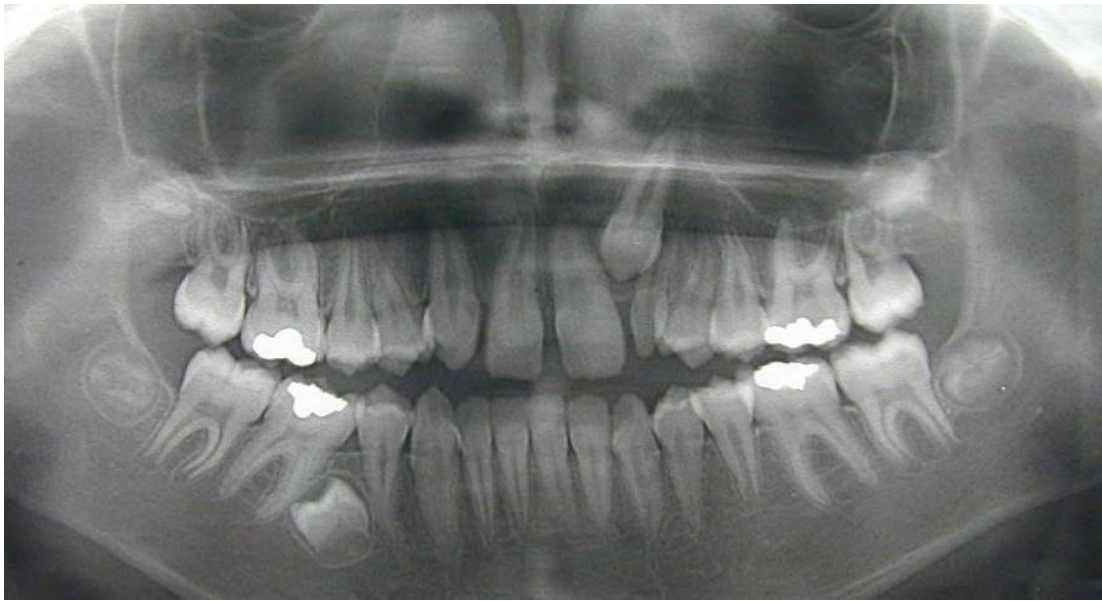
Radiographie panoramique montrant l'inclusion de la 45 (encore à l'état de germe) associée à une mésioversion de la 46 et un manque d'espace sur l'arcade mandibulaire. On peut observer également l'inclusion de la 23 et l'agénésie de la 12 (Service d'Odontologie Pédiatrique de Toulouse)
